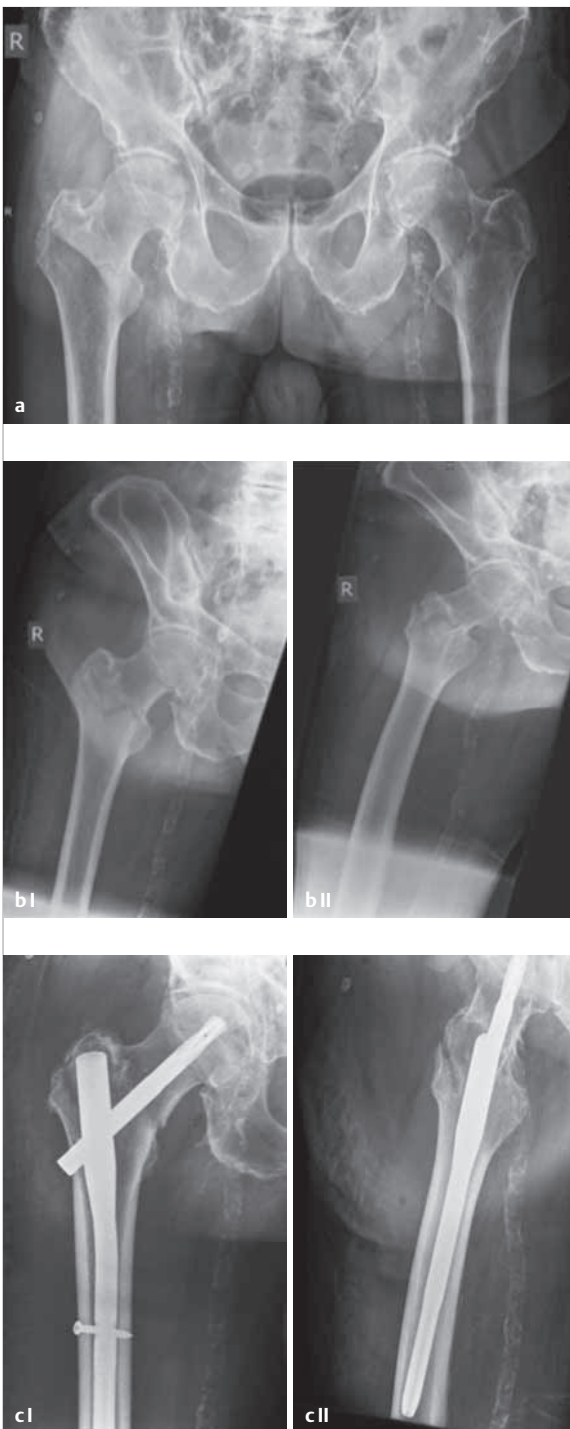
Röntgenaufnahmen eines 94-jährigen Patienten, der sich bei einem Stolpersturz eine stabile, nicht dislozierte Femurfraktur (AO-Typ 31A1.1) zugezogen hatte und eine operative Frakturversorgung zunächst abgelehnt hatte.
